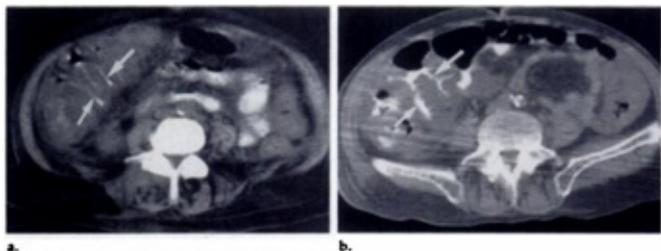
TC da Colite pseudomembranosa
